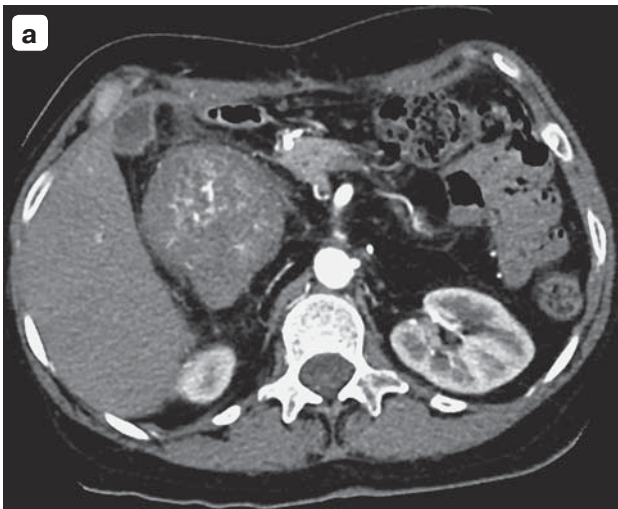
КТ-изображения дедифференцированной липосаркомы: а – визуализируется гипervasкулярное образование, с множественными артериальными стволами в структуре, интимно прилежащее к нижней полой вене (артериальная фаза); б – спустя 6 мес после удаления опухоли отмечается рецидив образования.
